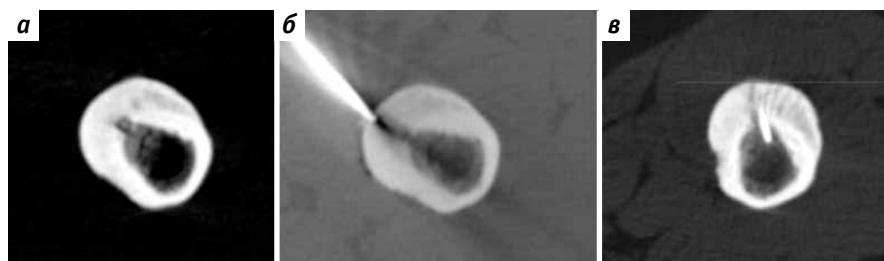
Компьютерная томограмма пациентки М., 20 лет: а – картина новообразования (остеоид-остеома) бедренной кости; б – доступ с помощью иглы; в – доступ с помощью сверла
